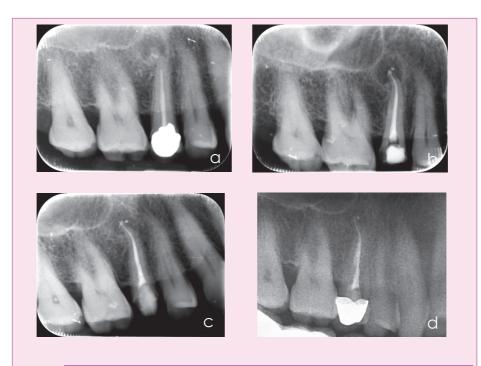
Lesión apical del 1.5 por fracaso del tratamiento de conductos. A. Radiografía diagnóstica evidencia la imagen radiotransparente a nivel del 1.5. B. Radiografía final tras el retratamiento de los conductos. C. Radiografía de control a los 2 años, evidencia disminución del tamaño de la lesión con curación incompleta.
